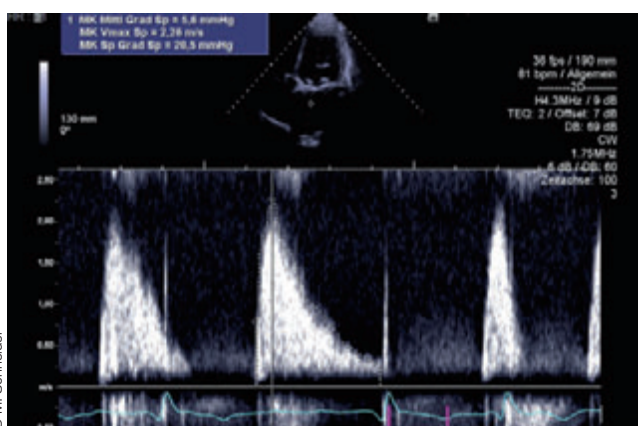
Begutachtung einer biologischen Mitralklappe per CW-Doppler des Einstroms in den linken Ventrikel. Per Hüllkurve um das Einstromsignal wird der mittlere Druckgradient ermittelt (in diesem Fall 5,6 mmHg).
